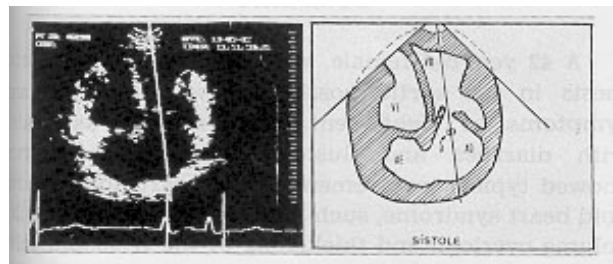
Ecocardiograma bidimensional com "Doppler Pulsátil" mostrando a posição da amostra de volume (A) no interior do átrio direito. AE = átrio esquerdo; AD = átrio direito; VE = ventrículo esquerdo; VD = ventrículo direito.
